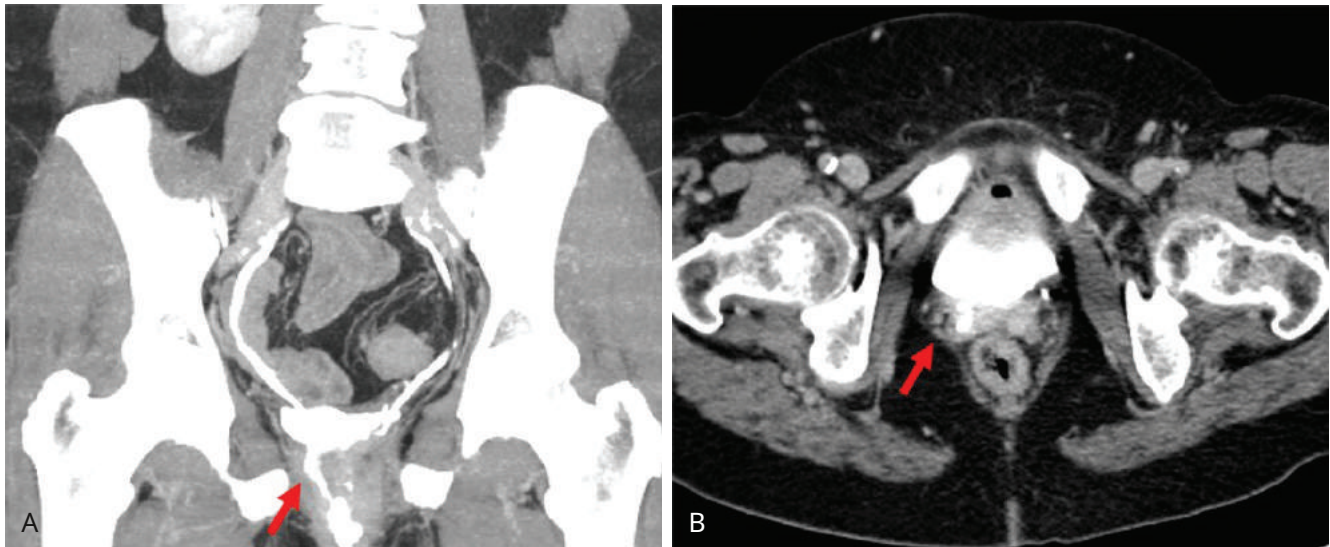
La urografía por tomografía computarizada (TC) puede ser útil para demostrar fístulas ureterovaginales que no se identifican en el examen físico. Corona (A) y axial (B) los cortes de una urografía por TC demuestran una fístula ureterovaginal derecha distal (flecha roja).
